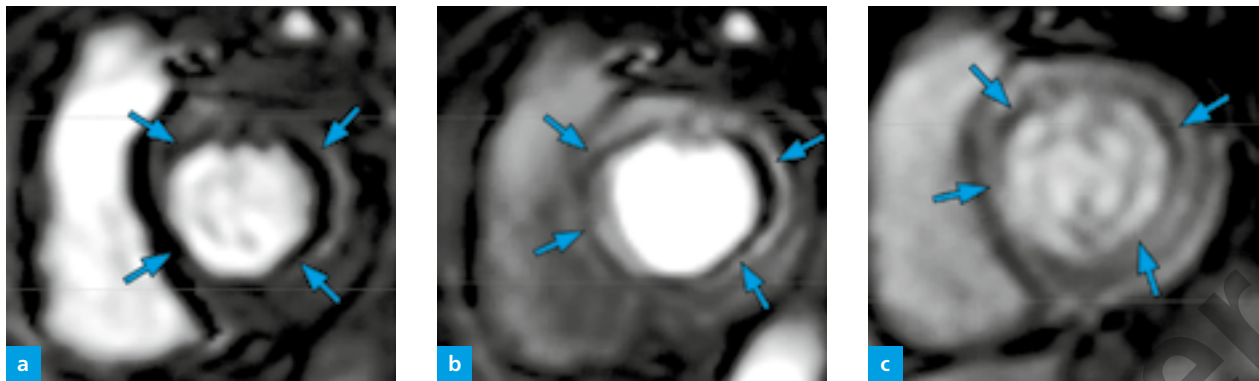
(a–c) Konzentrische subendokardiale Minderperfusion im MRT-Adenosin-Stresstest bei einer Patientin mit Ischämie-Symptomatik und nicht-stenosierte Koronararterien in der invasiven Katheterangiographie (Pfeile). Perfusionssequenz; basisnahe SA-Ebene. (a) Phase der beginnenden Kontrastierung des Myokards. (b) Etwas später. (c) Spätphase.
